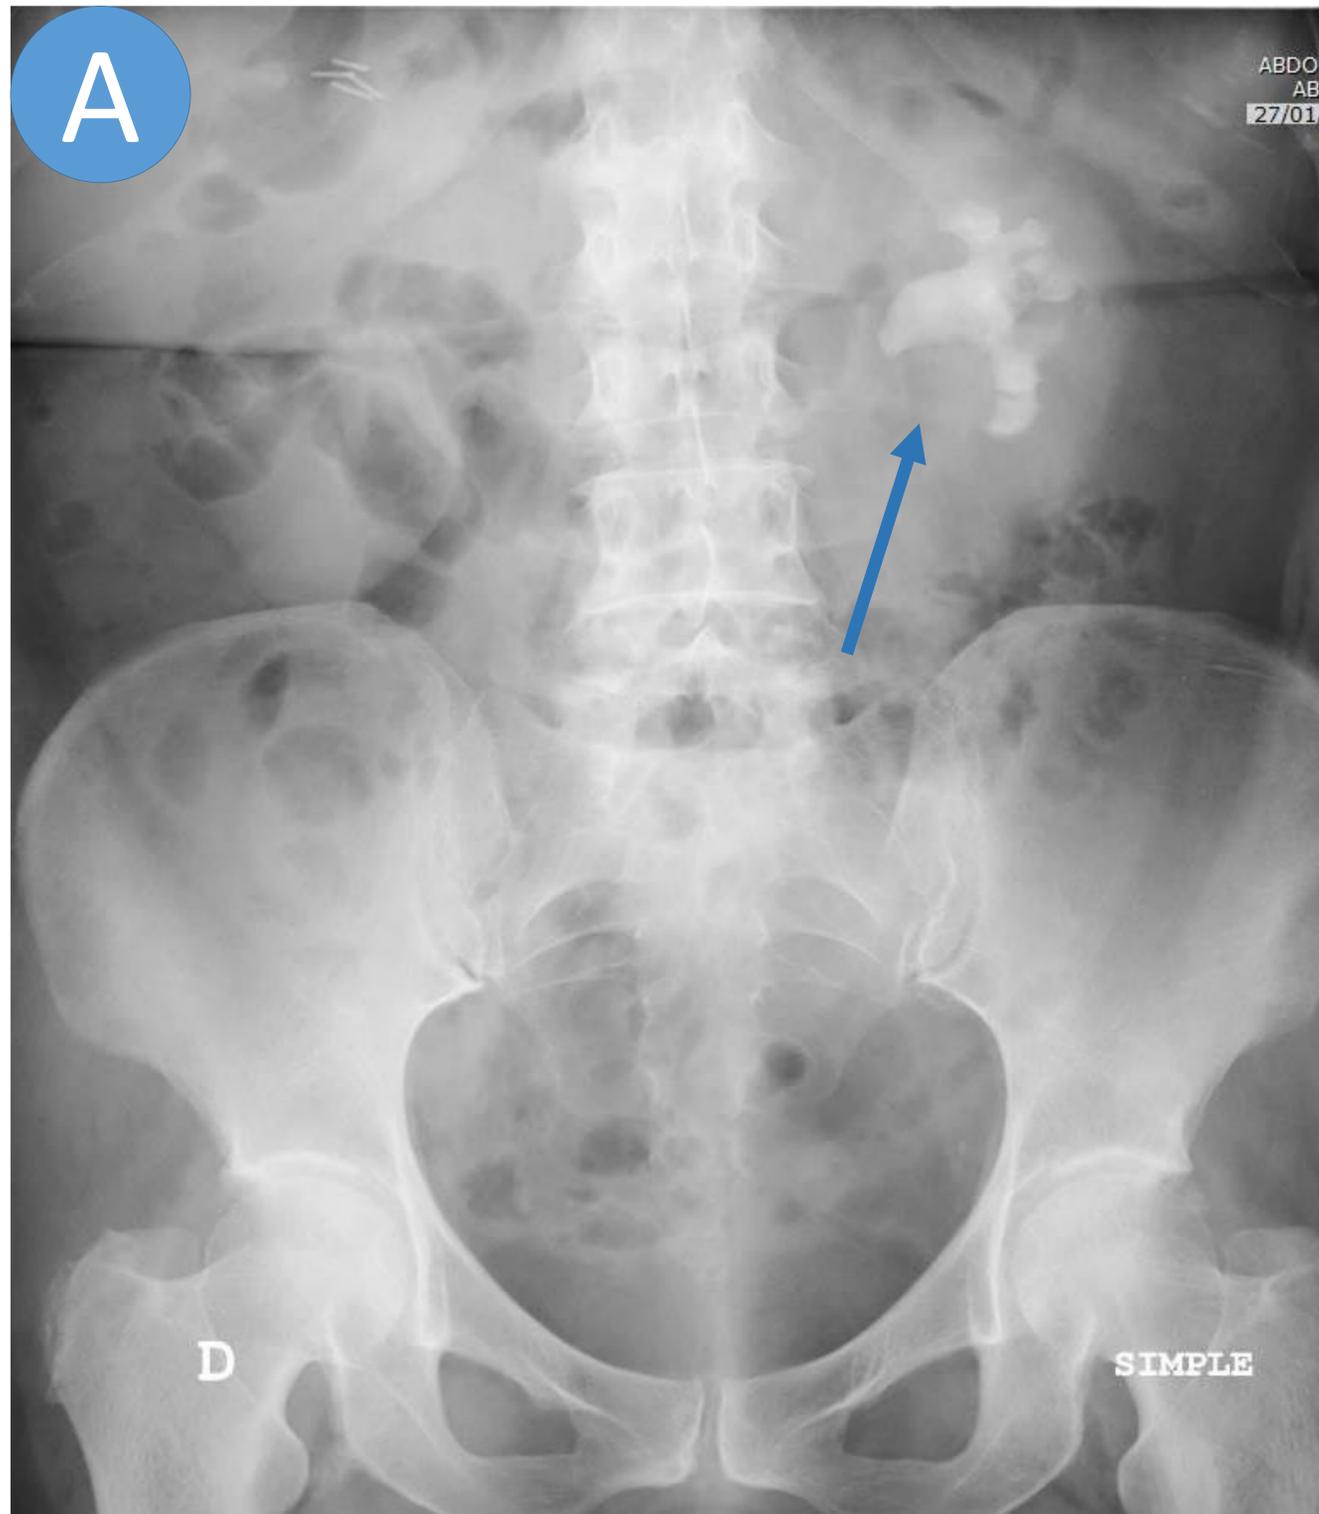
Litiasis coraliforme izquierda en Rx simple (17A) y correlación con TC (17B)
